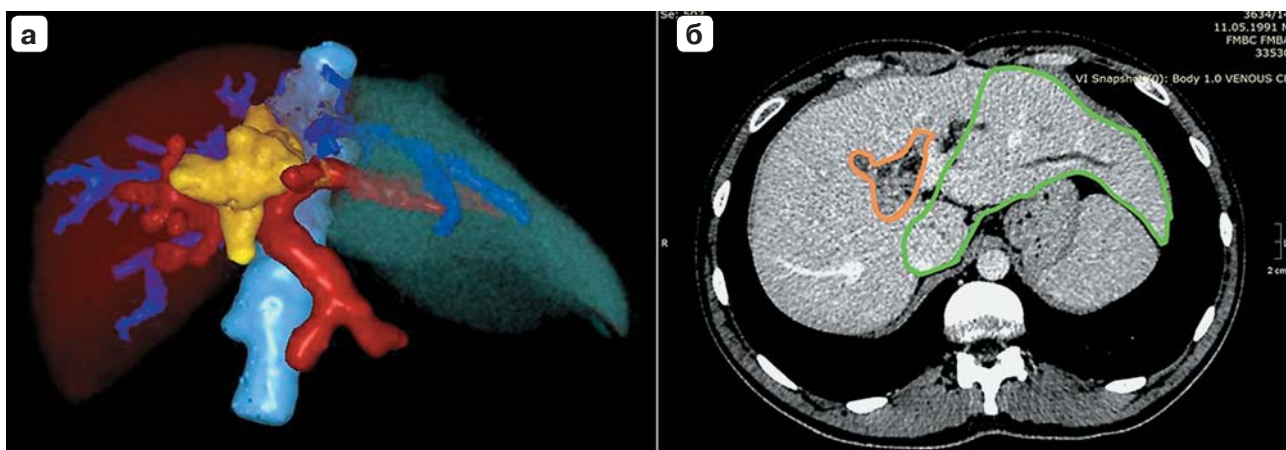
Предоперационная компьютерные томограммы: а — 3D-реконструкция. Синим цветом обозначены печеночные вены, голубым — нижняя полая вена, красным — воротная вена, желтым — альвеококковая киста; б — поперечный срез. Зеленым цветом обозначена остающаяся паренхима печени (FLR), желтым — альвеококковая киста.
